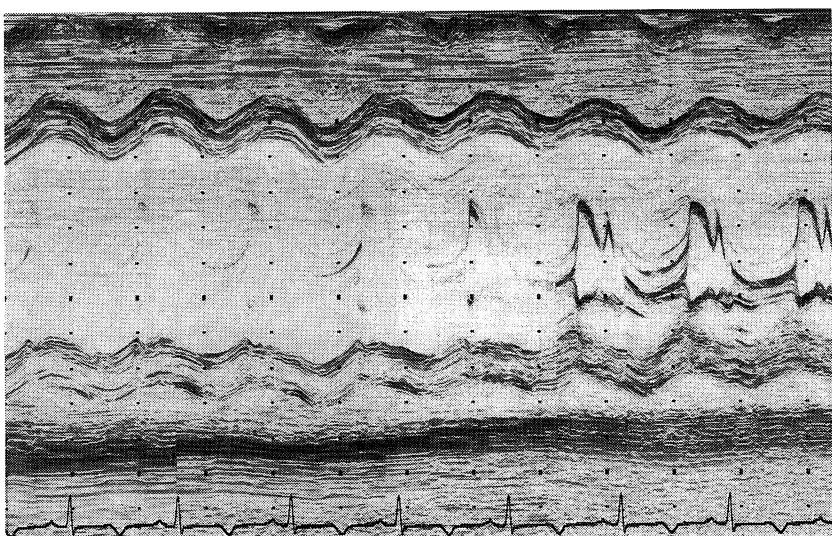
M mode echocardiogram.
